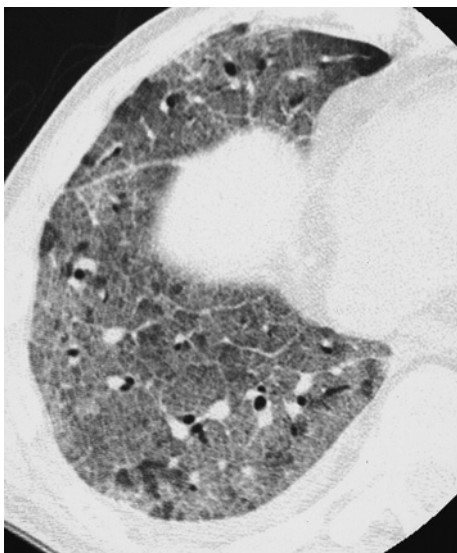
High-resolution computed tomography findings on day 69 after transplantation. The main findings consisted of extensive ground-glass opacities superimposed on interlobular septal thickening ("crazy-paving" pattern).
